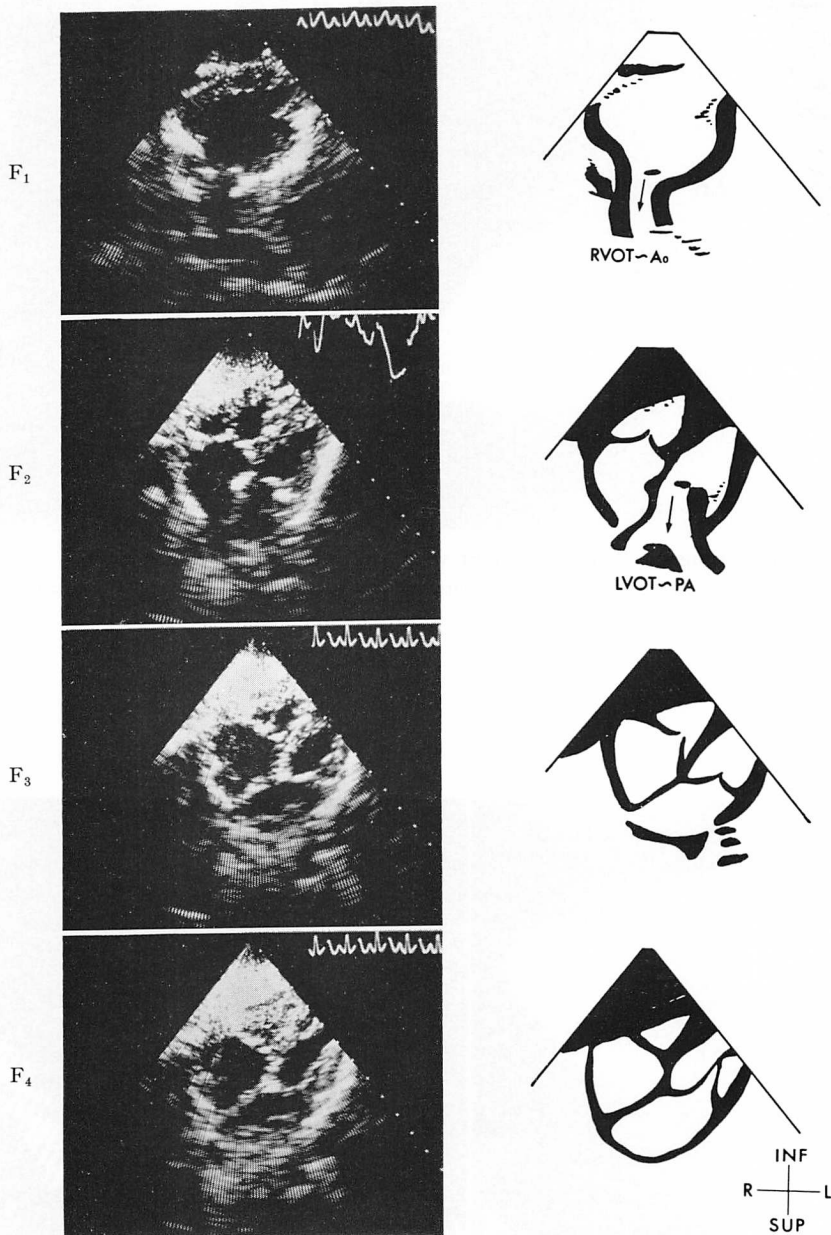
Two-dimensional echocardiographic views of frontal planes from a patient with complete transposition of the great arteries (plane F₁ to plane F₄).
